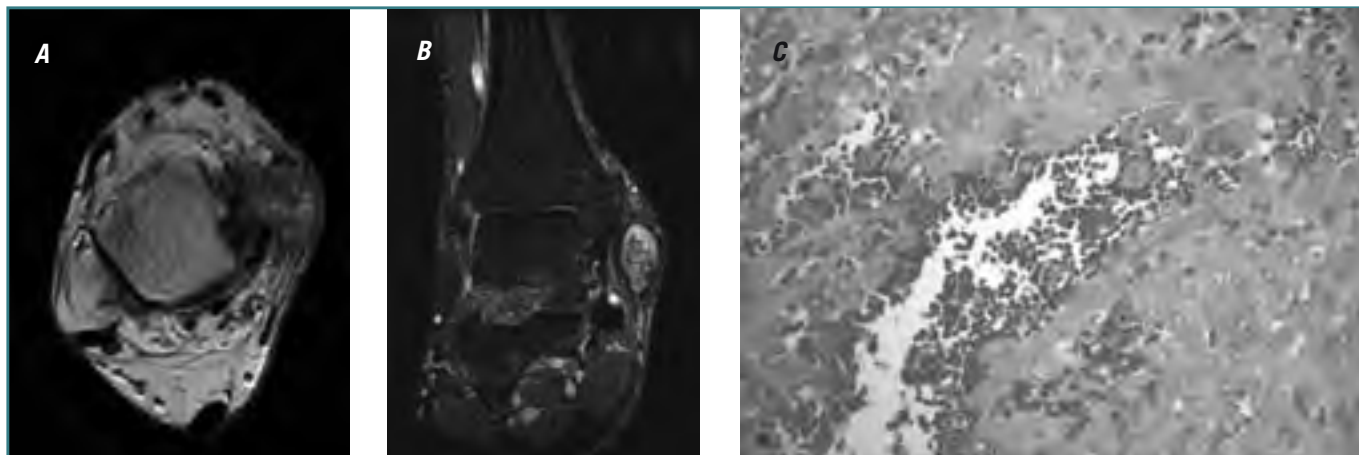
Paciente de 31 años de edad que 6 meses antes de la consulta, y sin antecedentes traumáticos, comienza a sentir tumefacción y dolor en tobillo derecho. A: Imagen RM axial potenciado en T₁ tras la administración de gadolinio: tumoración ovalada de contorno bien definido, de señal heterogénea, caracterizada por pequeños compartimientos redondeados o lagunas, con delgadas paredes que realzan, y con contenido hiperintenso en algunos de ellos (sangre subaguda); está localizada inmediatamente caudal al maléolo tibial. B: Imagen RM coronal STIR: la tumoración se define por delgada imagen capsular con contenido hiperintenso heterogéneo. C: Proliferación de células de aspecto epitelióide con amplio citoplasma y núcleos atípicos alrededor de zona de hemorragia (HE 40x).
